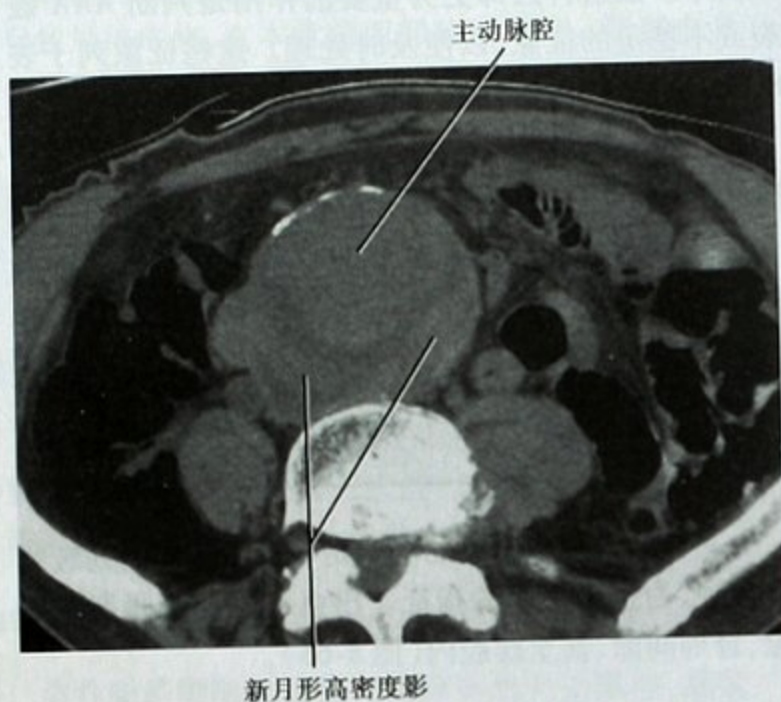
主动脉瘤即将破裂征象,平扫CT横断位图像(怀疑尿路结石),显示主动脉壁新月形高密度影,急性出血进入主动脉壁形成突出相邻脊柱边缘的轮廓(主动脉幔征)
